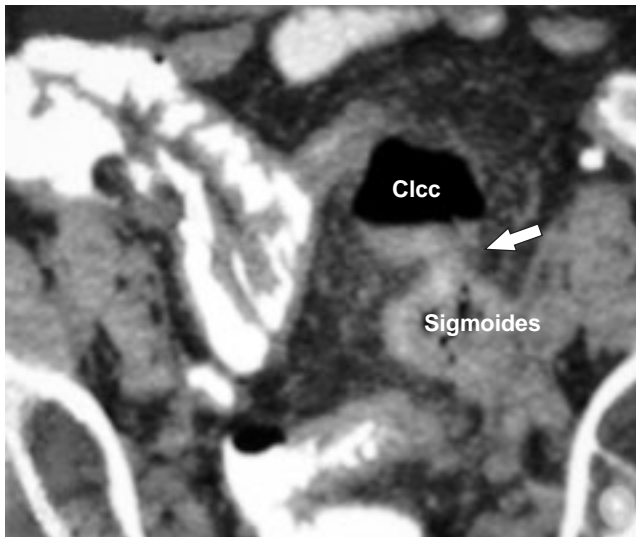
Paciente 3. Tomografía axial que muestra un divertículo perforado con fistulización a una colección pélvica, identificándose un nivel hidroaéreo en la misma (flecha).
